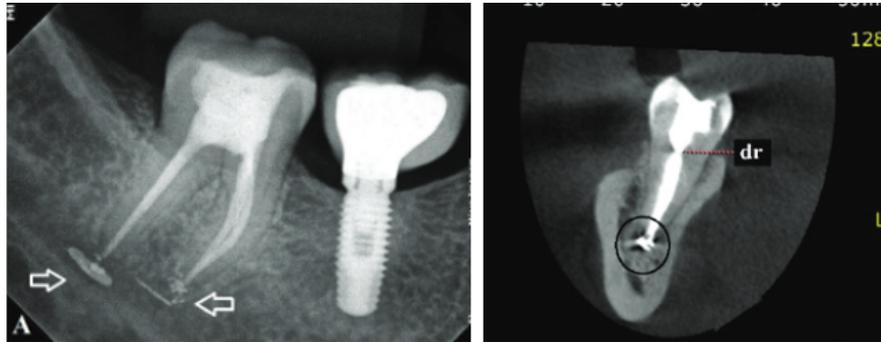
Radiographie rétro-alvéolaire et coupe coronale d'un scanner mettant en évidence un dépassement de matériau en apical d'une 47, atteignant le nerf alvéolaire inférieur et ayant engendré une paresthésie [43]
